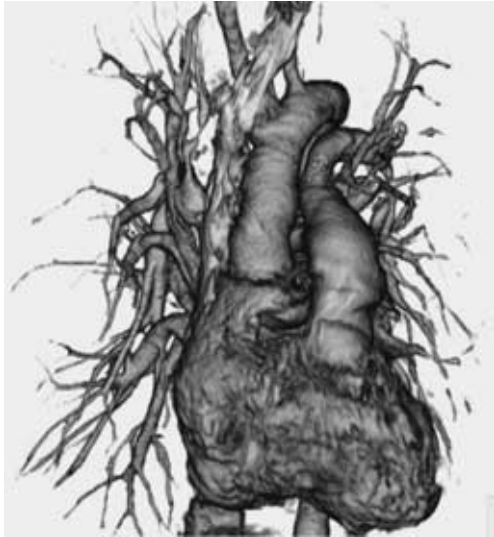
Three-dimensional CT image, showing the multiple stenosis of pulmonary arteries.
